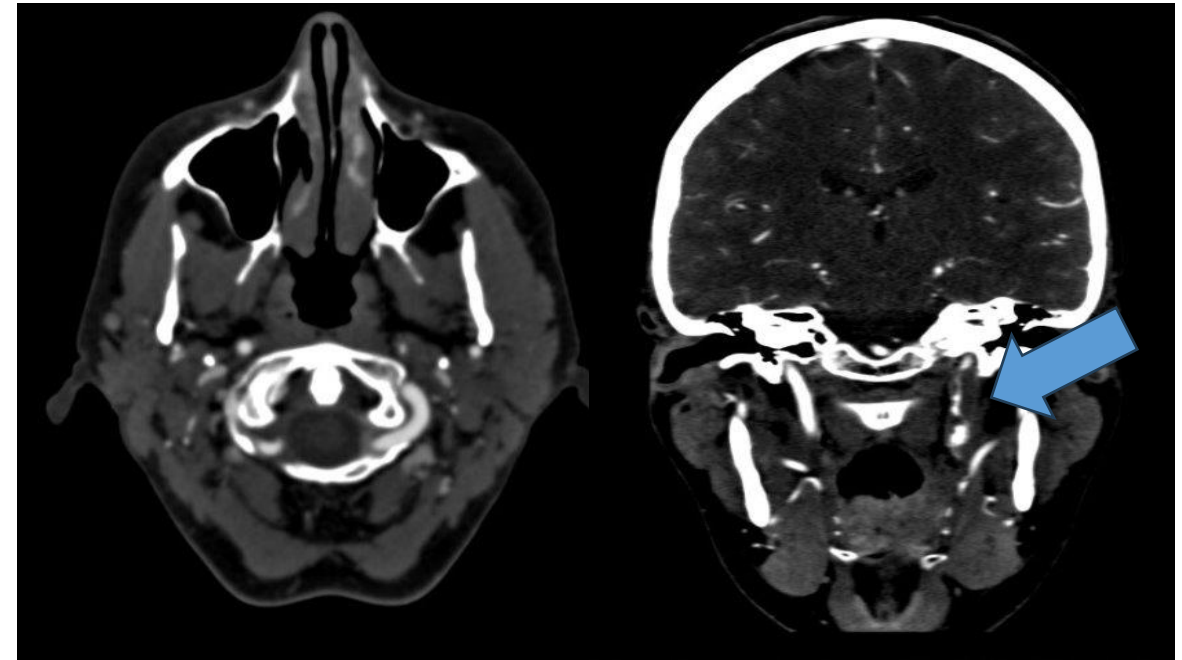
En la TC simple se observa foco de HSA localizado en la región temporobasal izquierda (flecha amarilla). En el ATC se observa un defecto de opacificación de la carótida interna extracraneal izquierda a lo largo de su segmento cervical que condiciona estenosis suboclusiva a la altura de C1, presentando distalmente un calibre filiforme e irregular, persistiendo permeabilidad del segmento intracraneal dependiente de colateralidad del polígono de Willis (flecha azul).
